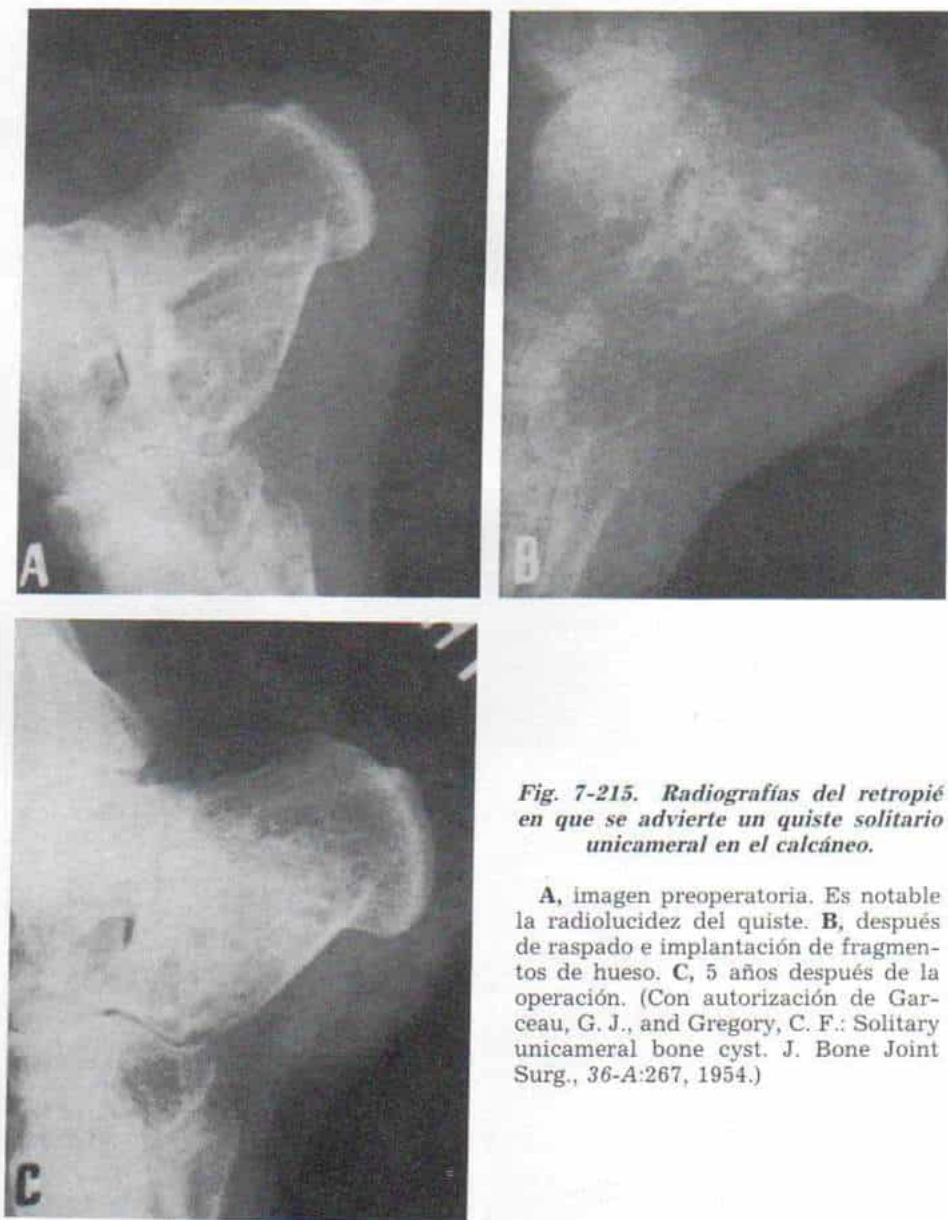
Radiografías del retropié en que se advierte un quiste solitario unicameral en el calcáneo.
